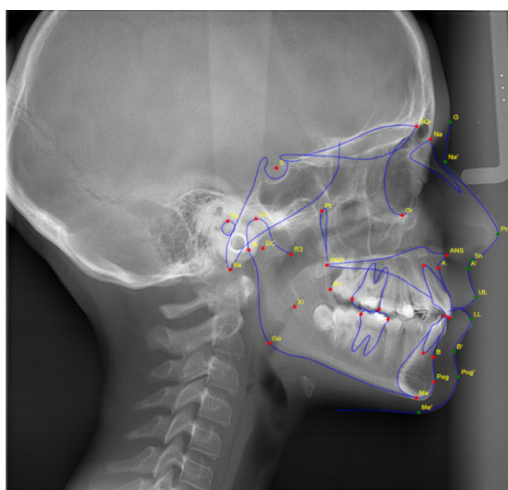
Телерентгенографія пацієнта з дистальною оклюзією після лікування
